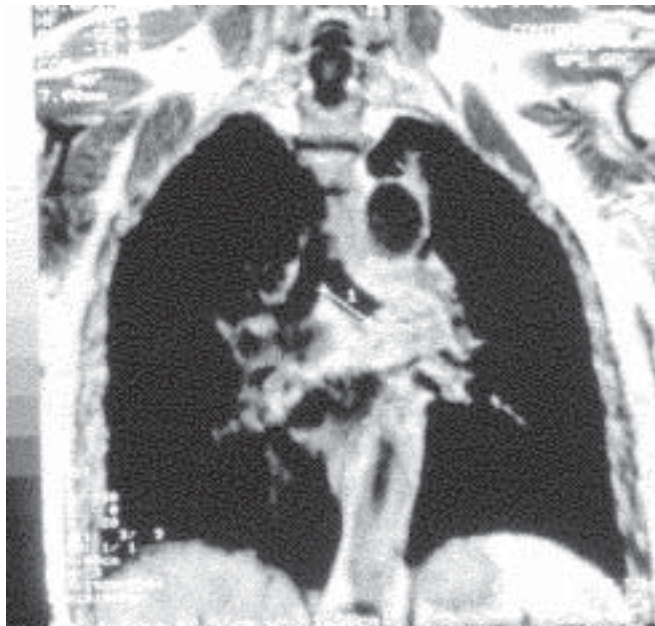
Imagem de RM no plano coronal, com ponderação em T1, mostrando tumor pulmonar comprometendo o brônquio principal esquerdo, distando menos de 2cm
